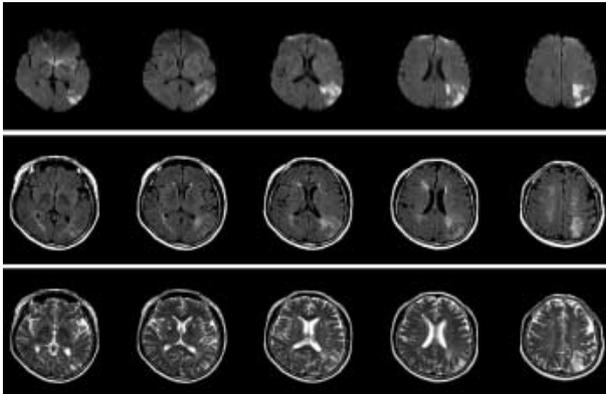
Diffusion, FLAIR and T2 weighted axial MR images show an acute infarction in left parieto-temporal region.
